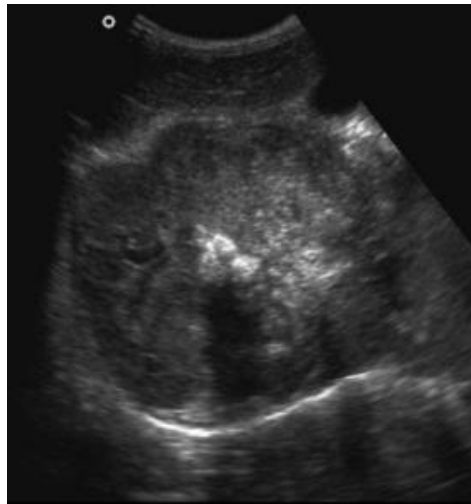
Image échographique d'un neuroblastome renfermant des calcifications
